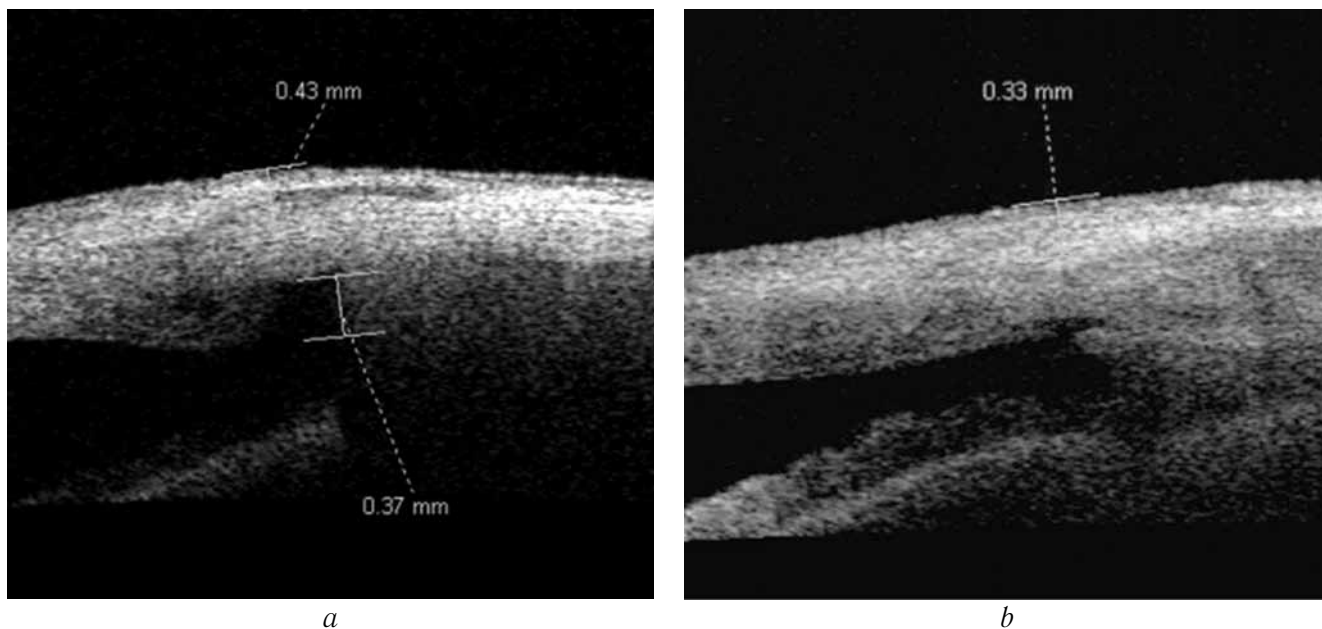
Оптическая когерентная томография зоны антиглаукомной операции через 2 года после лазерной операции: *a* — пациент М., основная группа. Визуализируется низкой оптической плотности фильтрационная подушка высотой 0,43 мм. Интрасклеральная полость выражена, высота 0,37 мм, отмечается незначительное количество включений низкой оптической плотности, расположенных пристеночно; *b* — пациент К., контрольная группа. Визуализируется средней оптической плотности фильтрационная подушка высотой 0,33 мм. Интрасклеральная полость щелевидная, практически полностью заполнена включениями высокой оптической плотности
